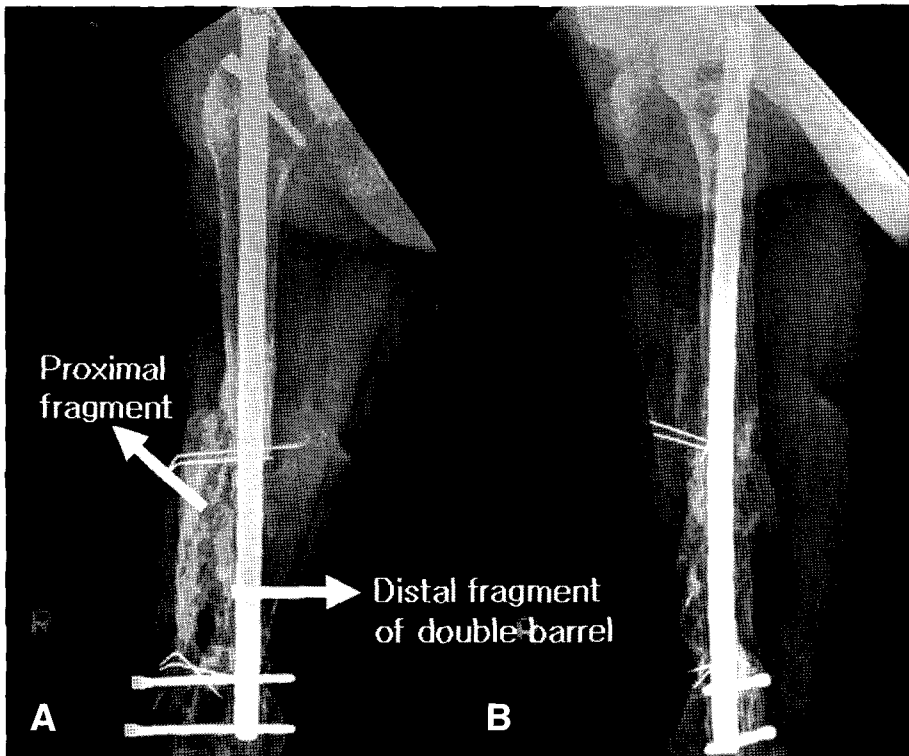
(A) Femur AP radiograph (B) Femur lateral radiograph that shows solid bony union at proximal end of fibular graft postoperatively 7 years after performing double barrel fibular graft and autogenous cancellous bone graft for huge bone defect due to open distal femur fracture.
